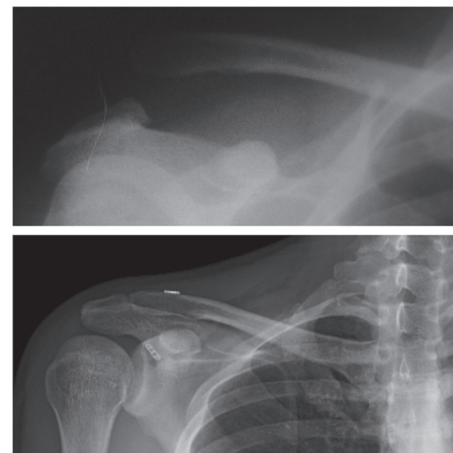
Рентгенограммы до и после операции MINAR
